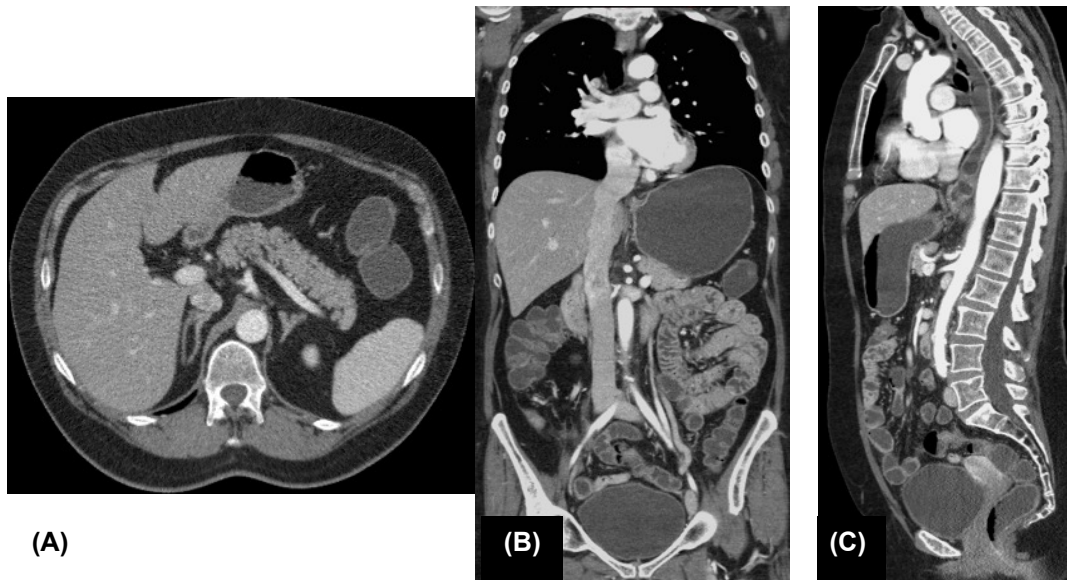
Estudio de Enterografía por TC (ETC). Corte axial y reconstrucciones multiplanares (3 mm), para valorar la administración de contraste intravenoso. (A) Corte axial, adecuado realce de los órganos parenquimatosos. (B) Reconstrucción coronal, fase de contraste arterial (representación de cavidades cardíacas y aorta infrarrenal e ilíacas) y portal tardía (distensión de la vena cava inferior y venas pélvicas). (C) Reconstrucción sagital, fase de contraste arterial y portal tardía.
